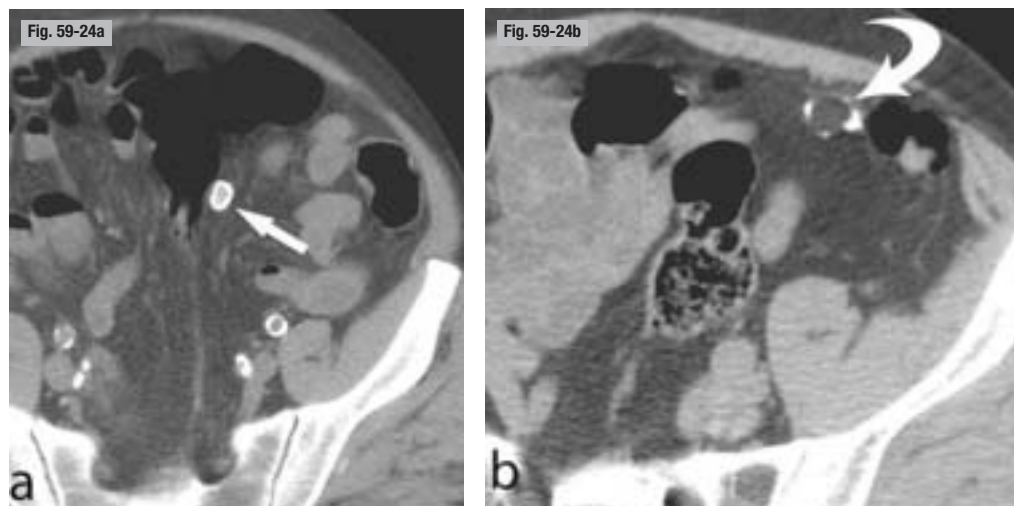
Souris péritonéales. TDM. a et b) Coupes axiales. Les formations nodulaires calcifiées du péritoine pelvien (flèches) correspondent à l'involution fibreuse secondairement calcifiée des appendices épiploïques.
